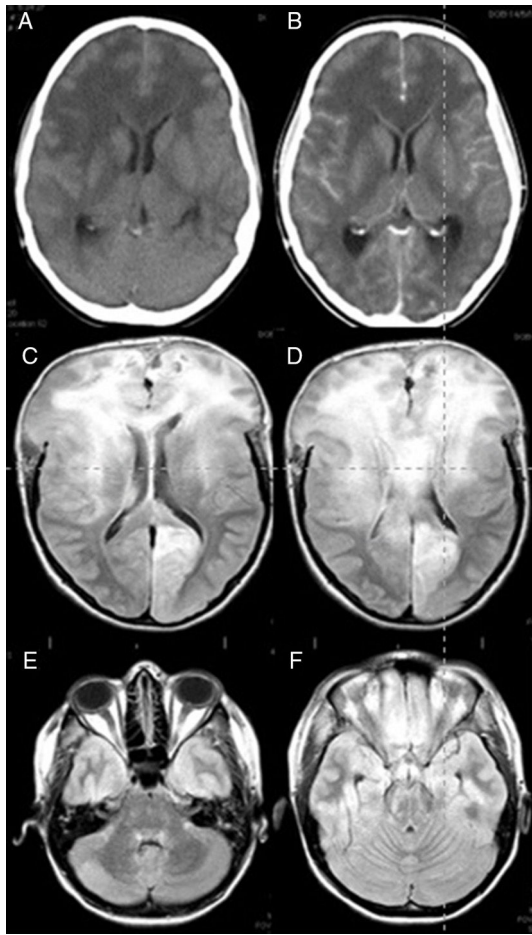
Imágenes de TC (A y B) y RM FLAIR (C-F). A) Presencia de hipodensidad difusa de la sustancia blanca predominantemente en los 2 lóbulos frontales y afectación del cuerpo calloso, que indican edema vasogénico. Se aprecia borramiento de los surcos de la convexidad. B) Imagen tomada tras administrar el contraste, que muestra ausencia de realce en las áreas mencionadas. C) Los signos de hipertensión intracraneal son especialmente evidentes en los lóbulos frontales y el cuerpo calloso. D) La herniación cerebral no desaparece a pesar de haber realizado una craniectomía bifrontal. E y F) Se aprecia afectación difusa también a nivel infratentorial.
